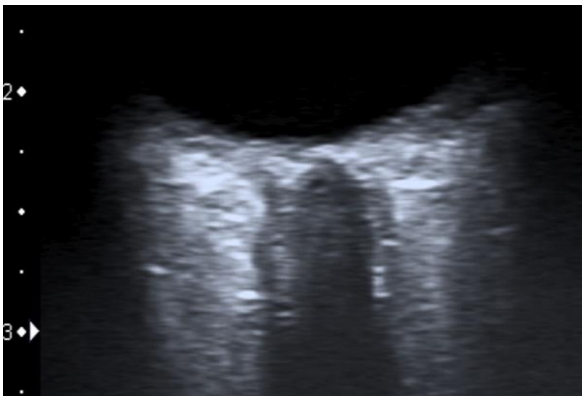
Sonographische Aufnahme der ONS³
